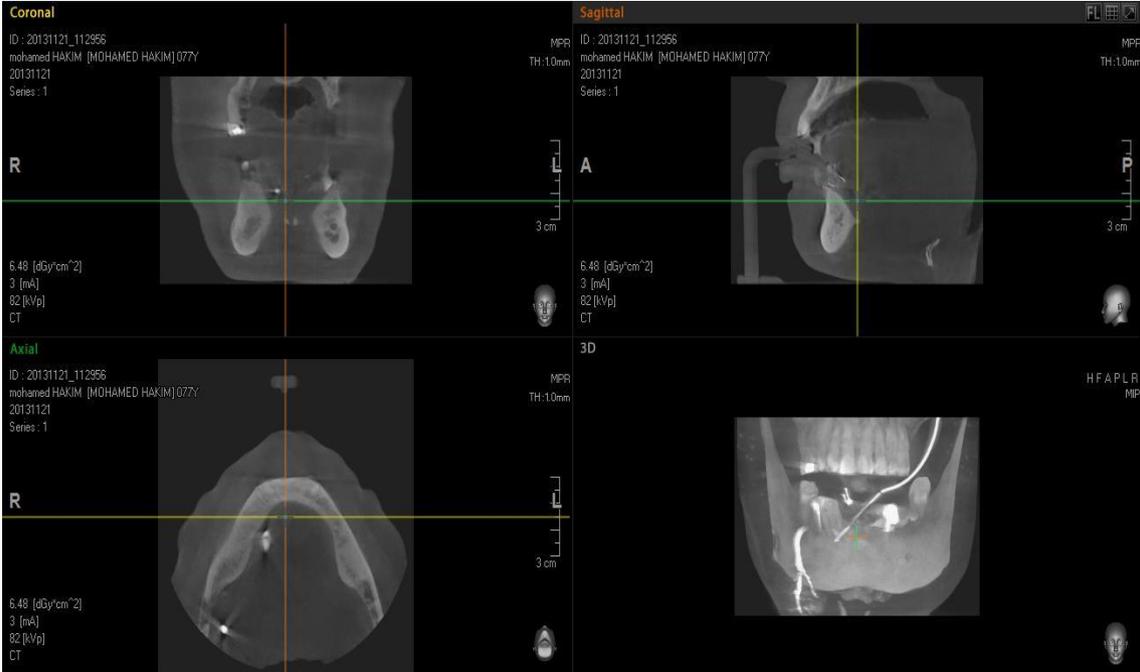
Examen cône beam CT (reconstitution multi planaire (MPR))
